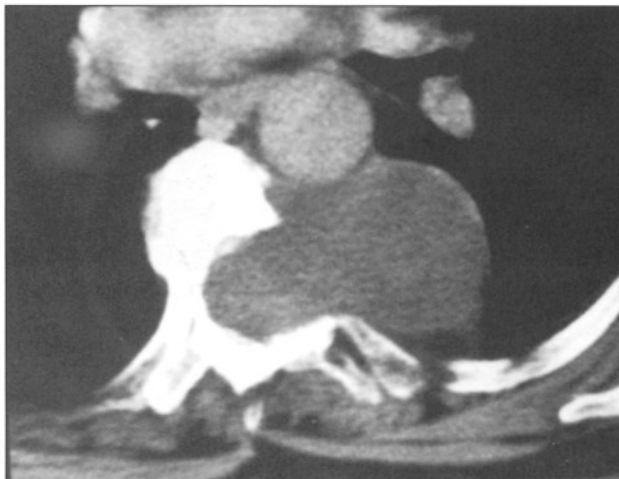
Aksiyel MRG kesitinde meningesel kesesinin görüntüsü
